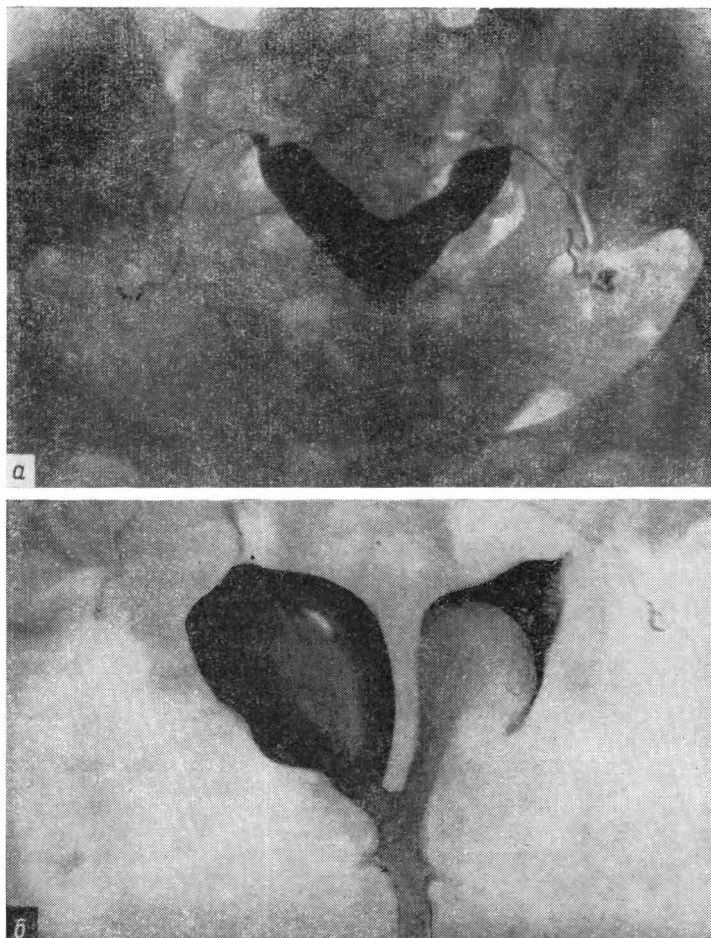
Рентгенограммы двурогой матки (собственные наблюдения).
